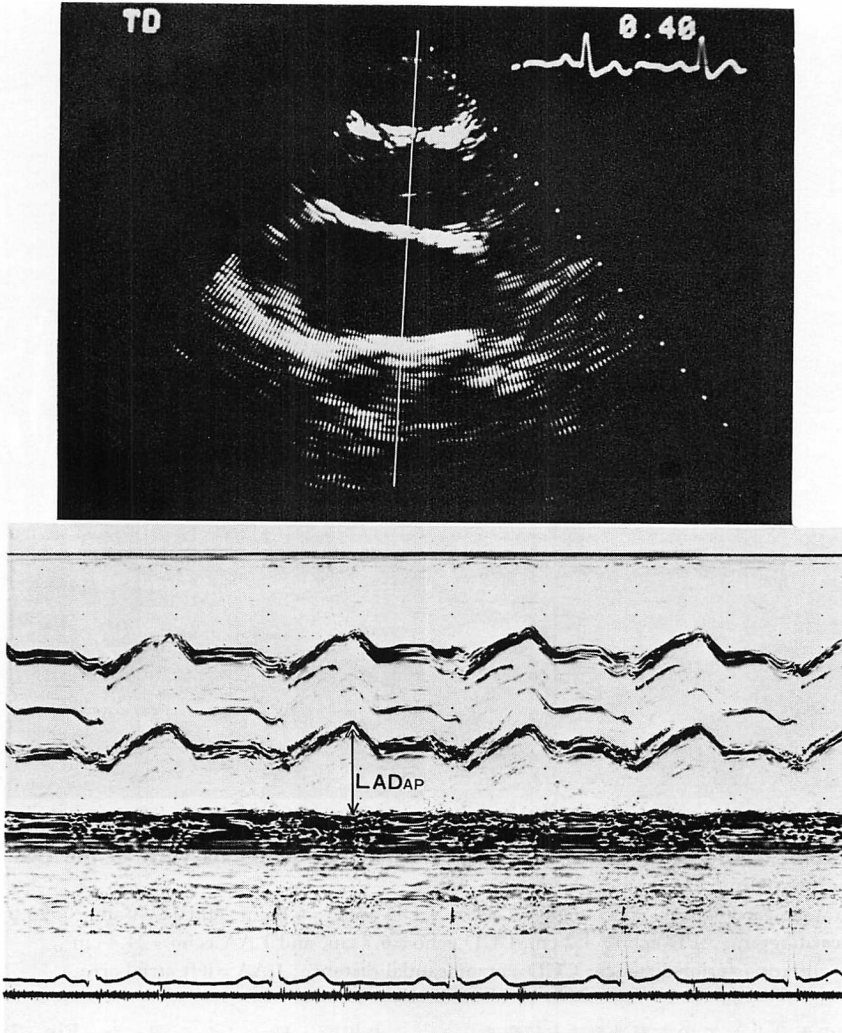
Representative echocardiograms in a patient (No. 16).
